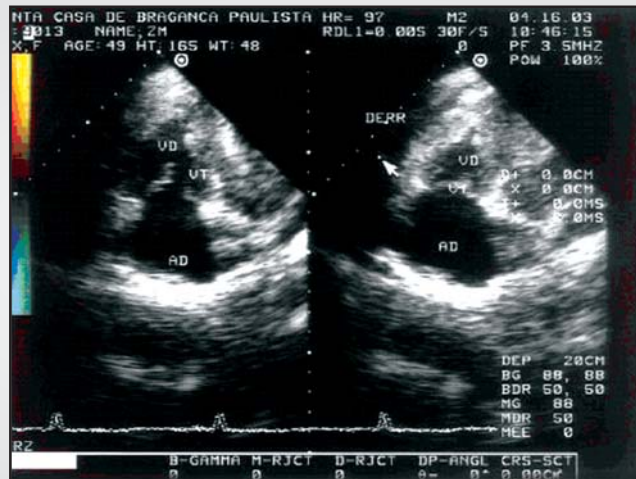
Ecocardiograma apical modificado das cavidades direitas durante a diástole e a sístole ventricular, apresentando obliteração apical do ventrículo direito por tecido fibroso. AD- átrio direito; VD- ventrículo direito; VT- valva tricúspide; DERR- derrame pericárdico.
